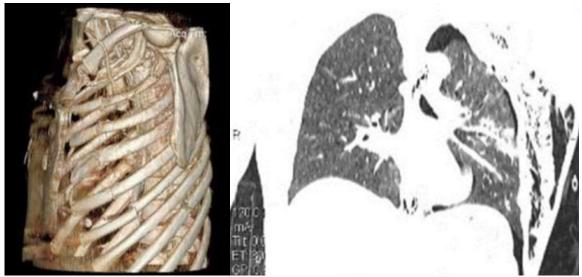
МСКТ органов грудной клетки при поступлении Fig. 7. Chest MSCT by admission
